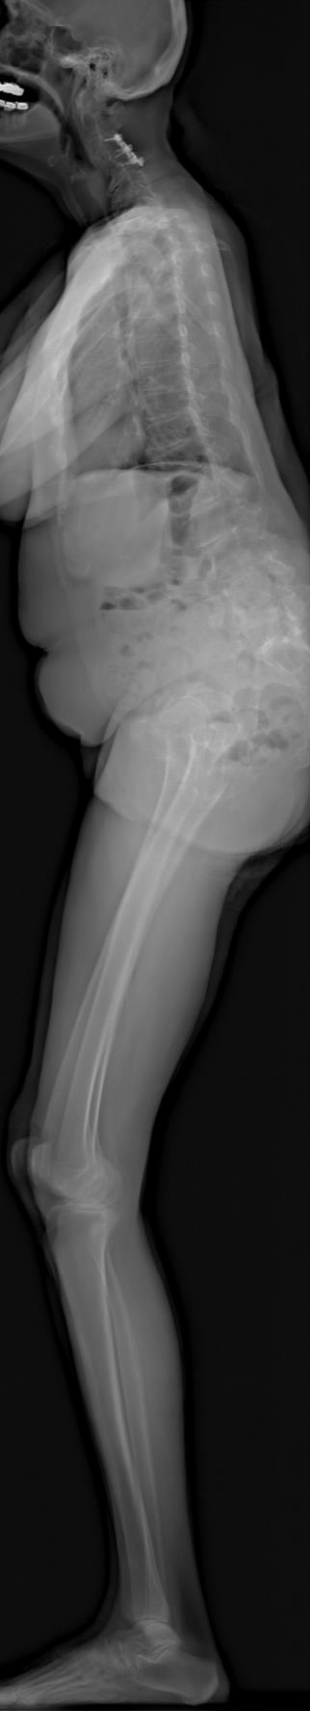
Radiographie de profil d'un patient avec une perte de lordose lombaire compensée partiellement par un aplatissement de la cyphose thoracique, une rétroversion pelvienne, et une hyperextension de hanche. Ce patient reste dans une situation de gîte antérieure.
